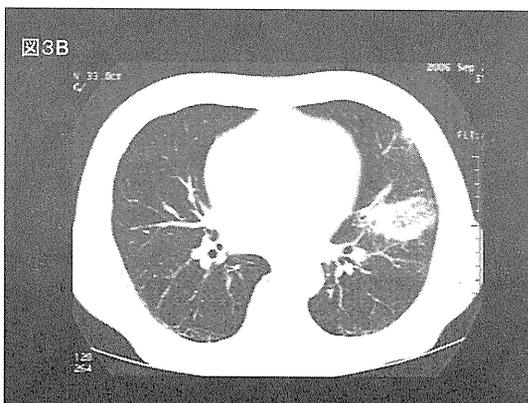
続発性 PAP (骨髄異形成症候群) の胸部 HRCT 像。
